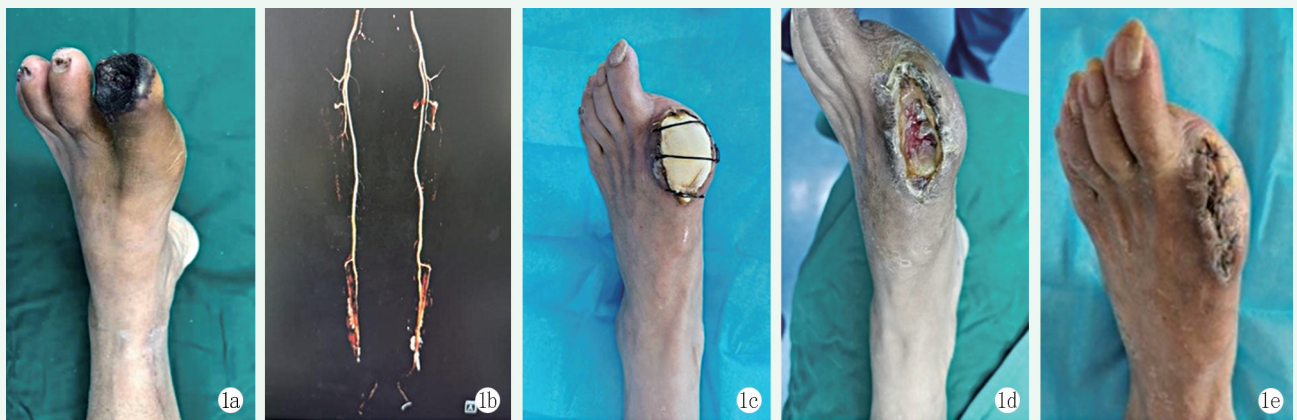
患者,女,67岁,II型糖尿病性坏疽,行趾骨死骨去除术+皮肤和皮下坏死组织清创术 1a:入院时左跟趾干性坏死 1b:双下肢 CTA 见双下肢血管闭塞 1c:入院后 3 d 给予创面局部清创,放置骨水泥 1d:术后 3、6、9 d 时局部注射 DXP 治疗;术后 20 d 拆除骨水泥,见创面肉芽组织增生旺盛,血运良好 1e:再次清创,缝合创面;术后 30 d 时换药见创面愈合良好,伤口未见明显异常后出院
